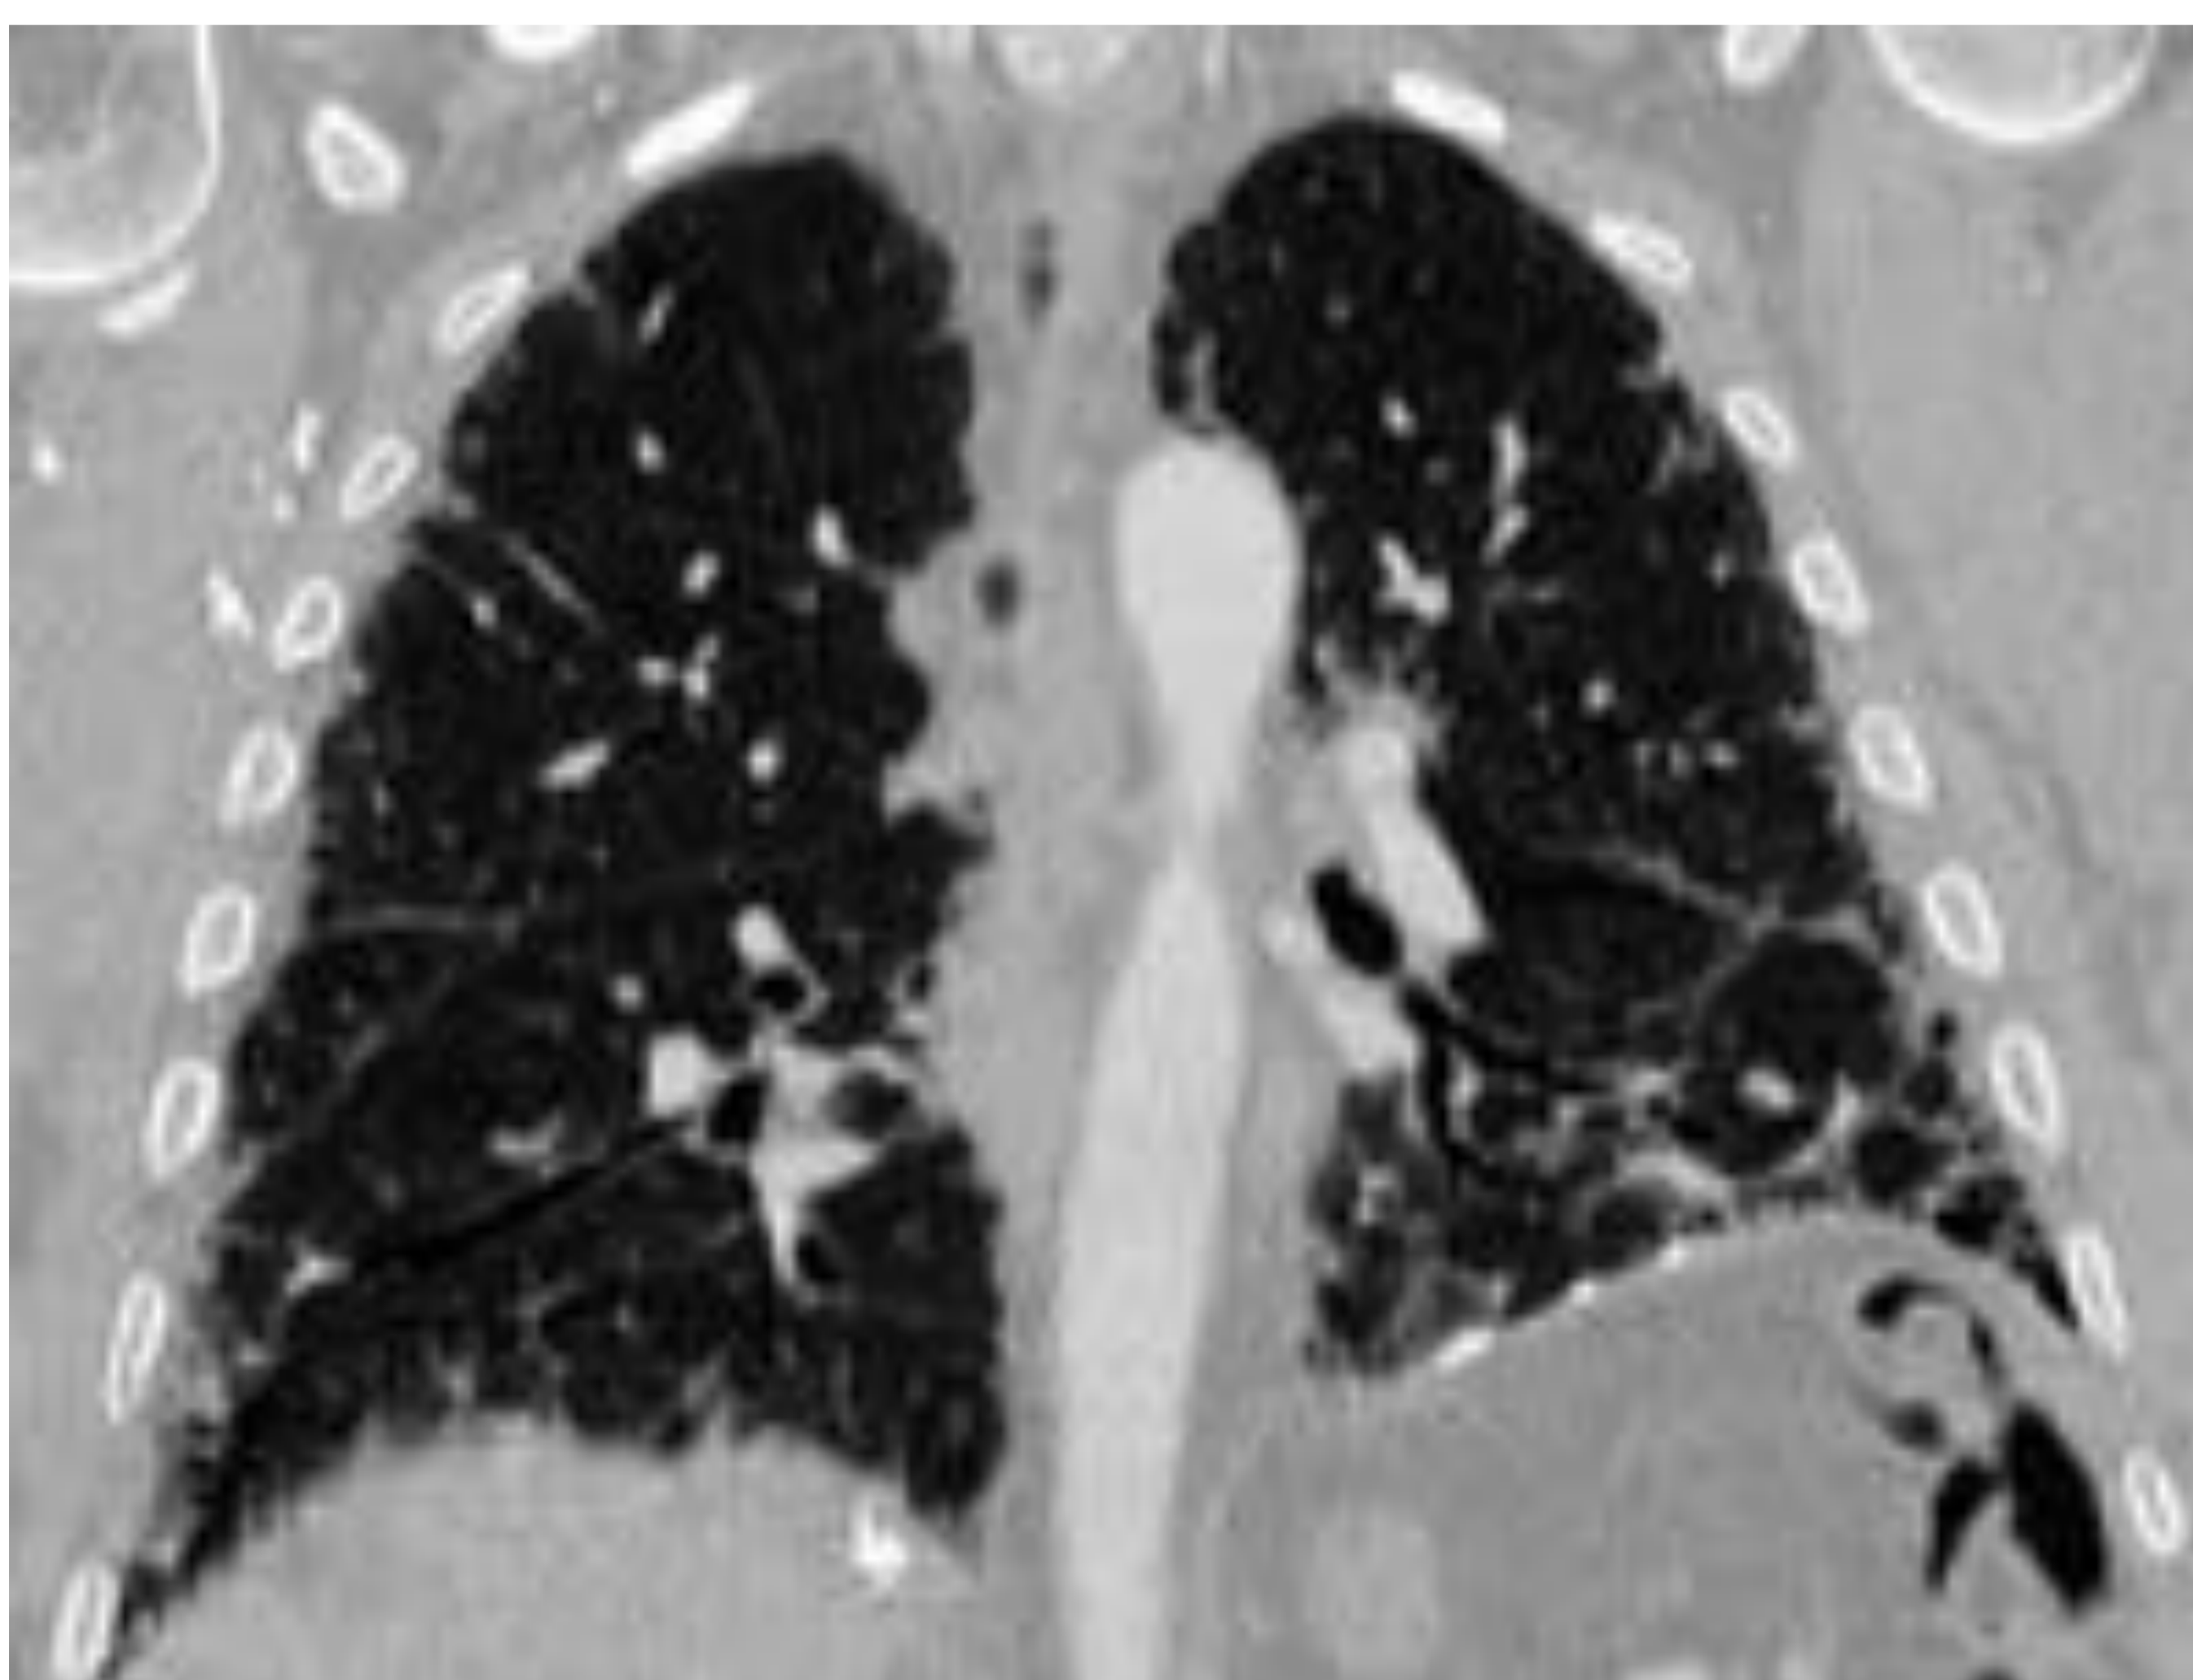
TC de paciente diagnosticado de enfermedad intersticial asociada al asbesto. Se identifican marcados cambios fibróticos con pérdida de volumen, bronquiectasias por tracción y patrón en panal en relación con asbestosis en fase avanzada.
